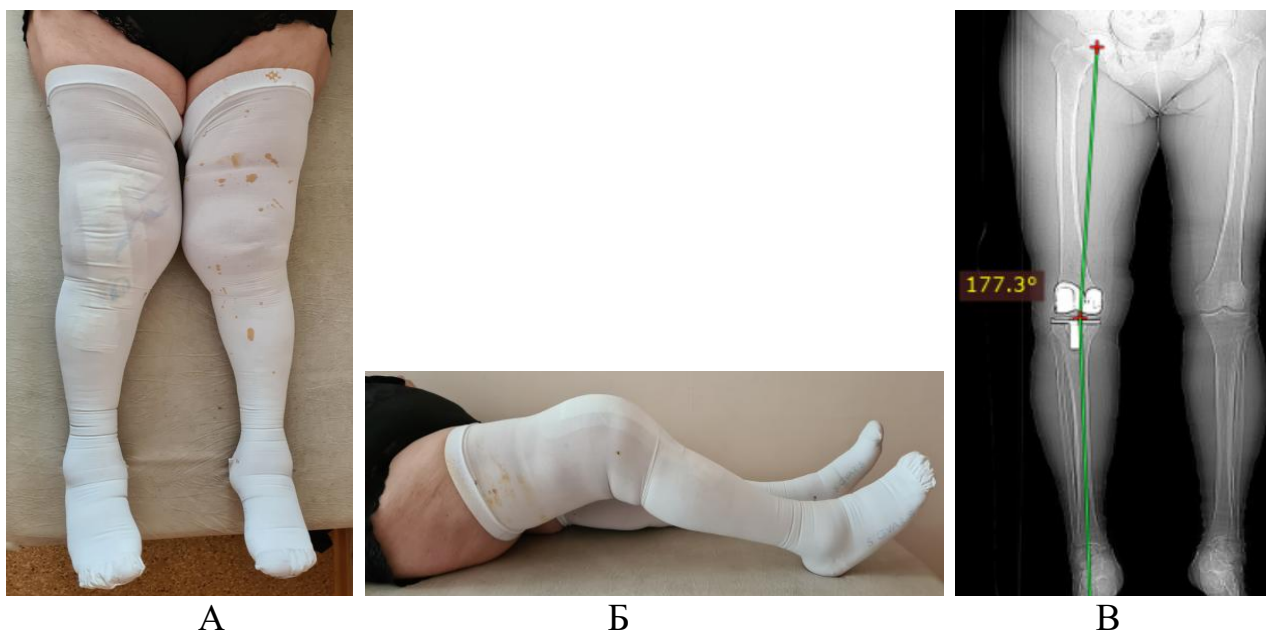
5 сутки после операции. А,Б-амплитуда движения в коленном суставе. В-телерентгенография коленного сустава с нагрузкой
